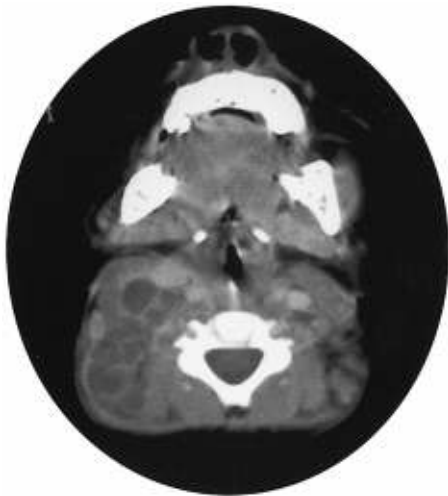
Image of upper cervix portion on CT scan.
